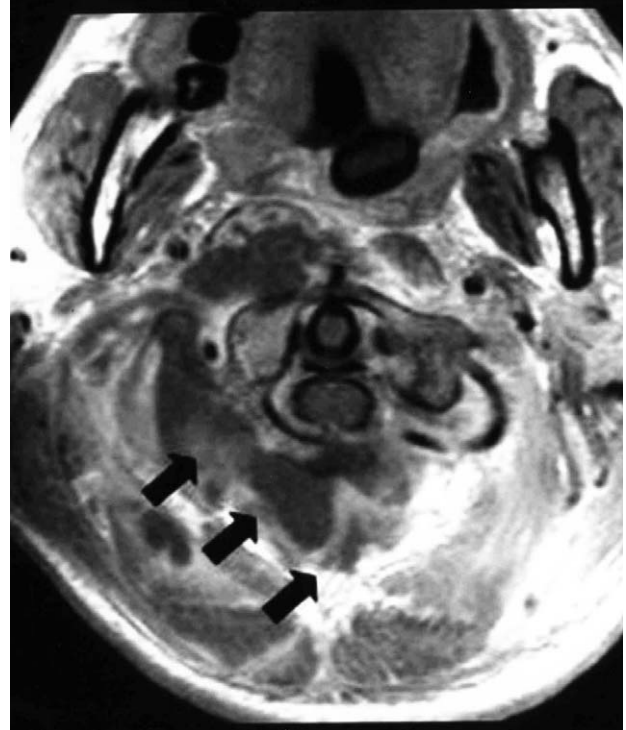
Initial MRI (enhanced axial T1 weighted) shows paraspinal abscess around C1-2 level (arrows). Transverse atlantal ligament and C1-2 vertebrae are intact. There is no abscess in spinal canal.
